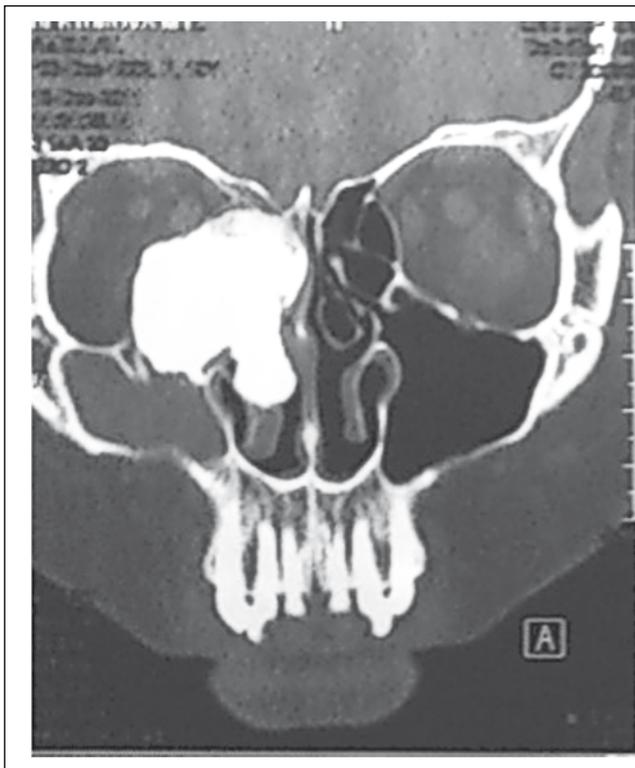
Компьютерная томограмма ОНП
